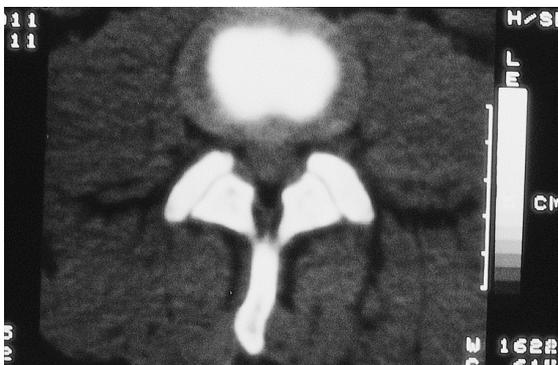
CT - Discografie (Disco-CT): nach Einspritzen von Kontrastmittel, stellt sich die Bandscheibe im CT besser dar als ohne Kontrastmittel.
